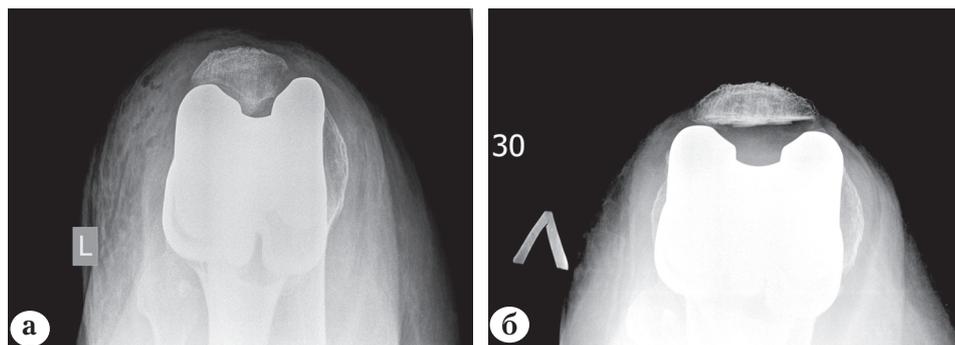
Рентгенограмма левого коленного сустава с наклоном надколенника в аксиальной проекции: а – до ревизионной операции; б – после ревизионной операции
